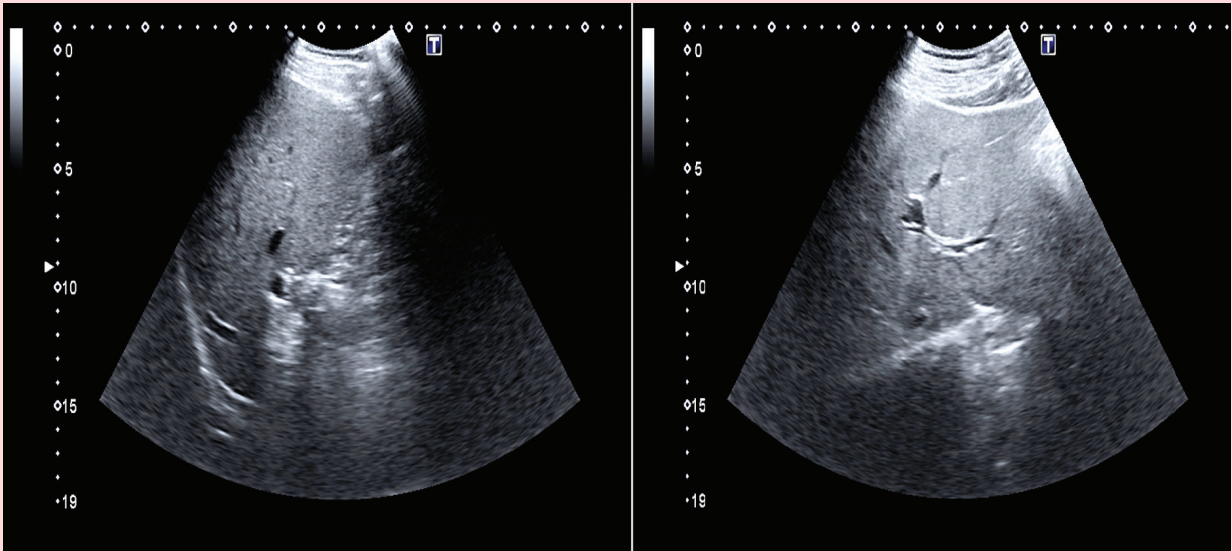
Sonography of the biliary system demonstrating undilated intra- and extra-hepatic bile ducts and no evidence of the gallbladder.
